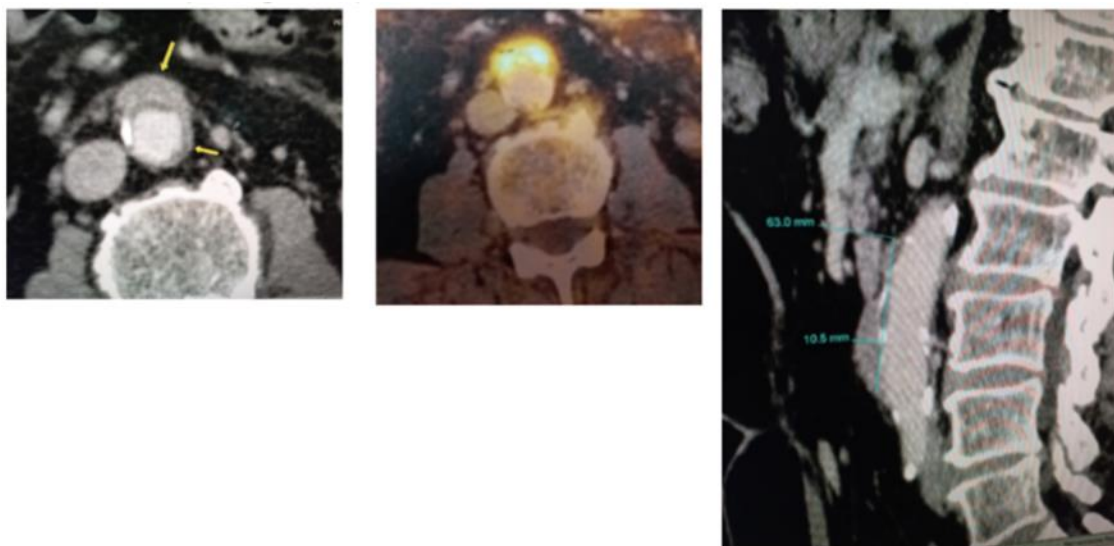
PET-CT que evidencia tejido sólido rodeando a arteria aorta en su cara infrarrenal en forma de medialuna con actividad metabólica aumentada (SUV 6.9) compatible con Fibrosis Retroperitoneal (flechas).
